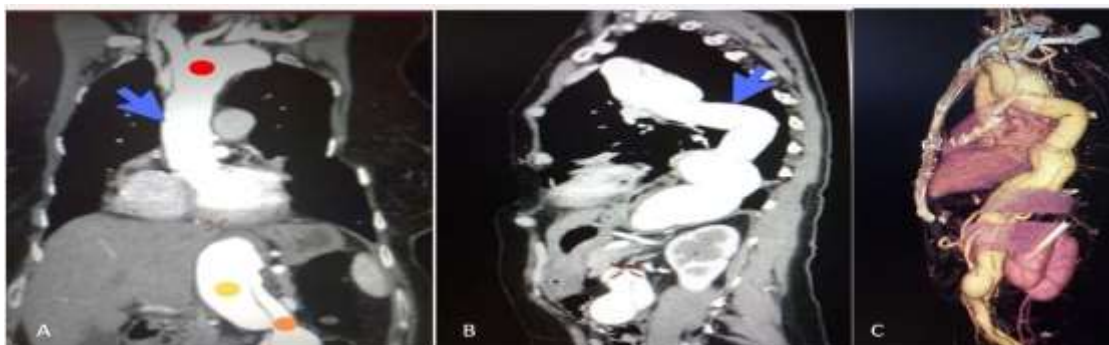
X-променева анатомія реконструктивних операцій ремоделювання та реімплантації клапана аорти при аневризмах висхідного відділу аорти. Зображення комп'ютерно-томографічного дослідження
